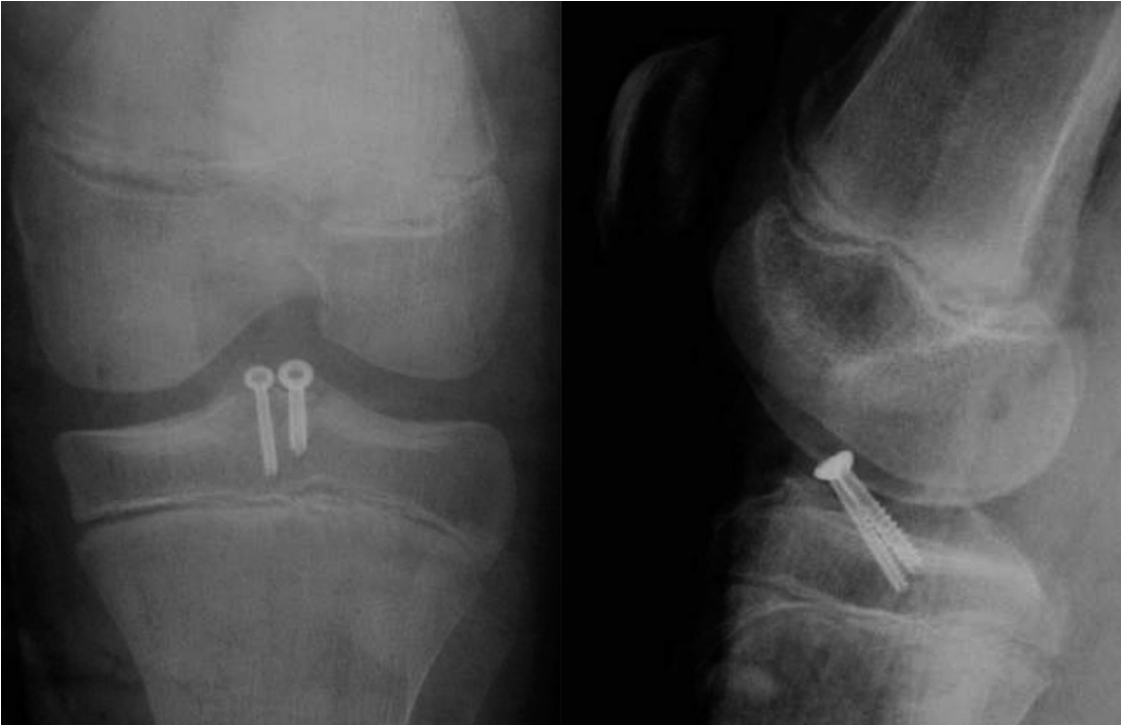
controllo radiografico post-operatorio di trattamento di frattura delle spine tibiali con viti cannulate in seguito a trattamento artroscopico
